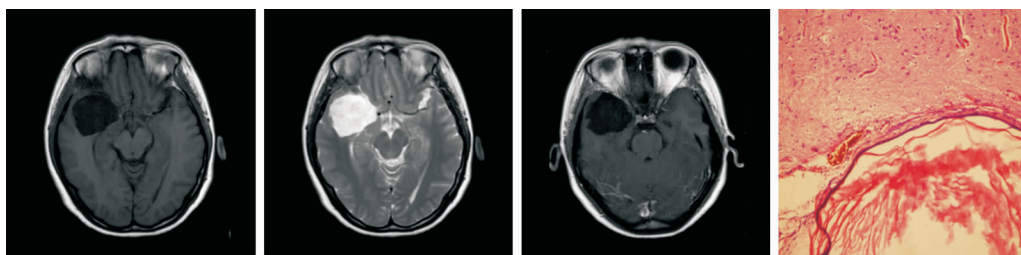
头部 MRI 见右颞叶见约 4.6 cm × 4.1 cm × 5.2 cm 长 T1 长 T2 信号, 边界清楚, 相应区域脑实质受压变薄。增强 MRI 病灶未见强化, 右侧脑室受压变窄, 中线结构略左移。术后病检证实为皮样囊肿。
